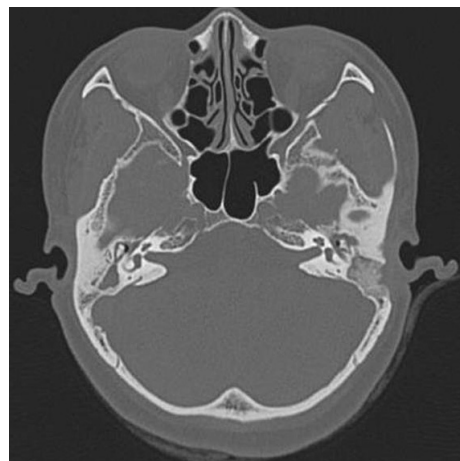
Image of computed tomography of patient. A soft tissue density occupies middle ear cavity, some air space around the ossicle is seen.
